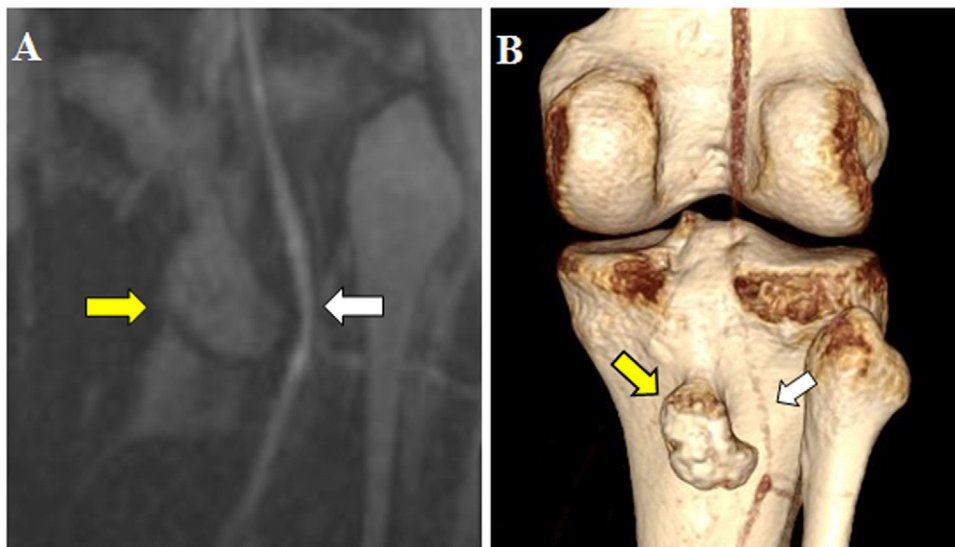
A) Imagen de resonancia magnética de la rodilla derecha en secuencia coronal posterior, mostrando la impronta del osteocondroma (flecha amarilla) sobre la arteria poplítea (flecha blanca). B) Angiografía por TC, reconstrucción volumétrica 3D, vista posterior. Arteria poplítea derecha prácticamente imperceptible (flecha blanca) en contacto con el osteocondroma (flecha amarilla).
